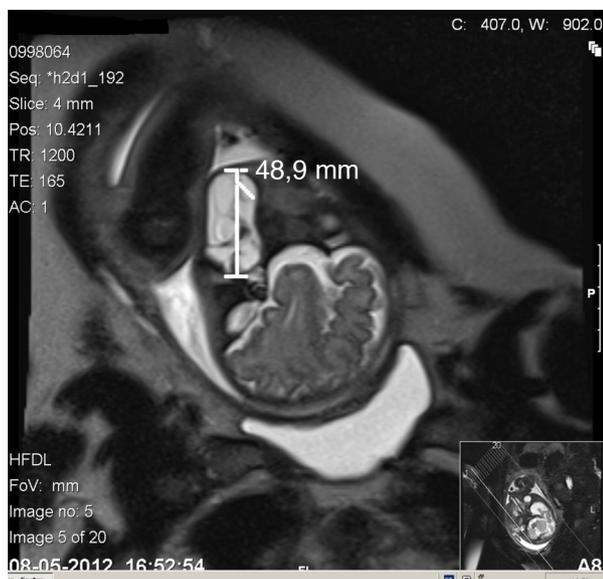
Ressonância magnética fetal.
